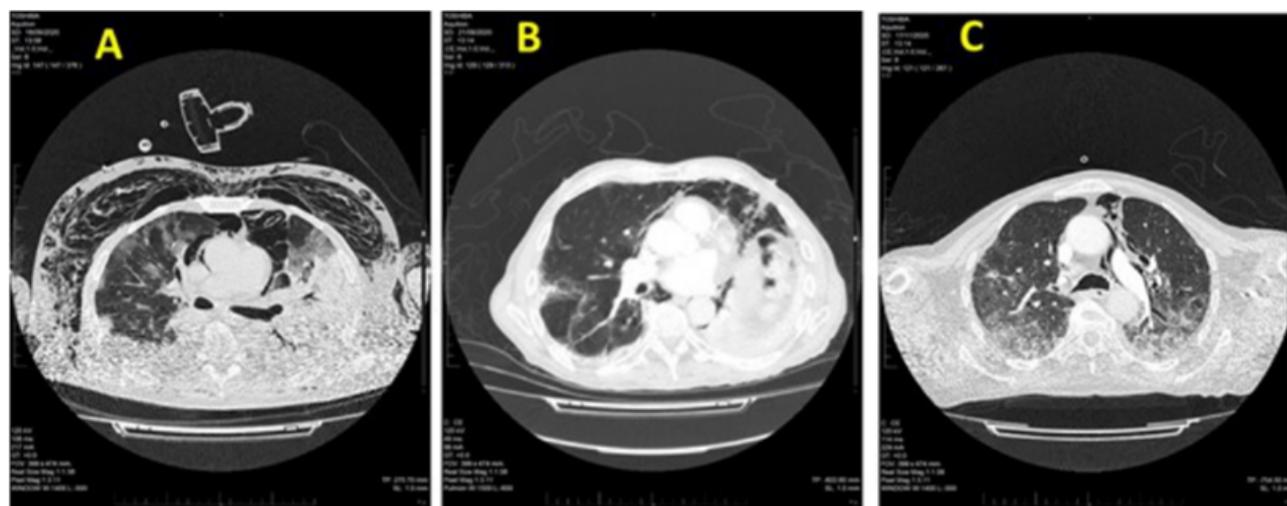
A) Angio-TC caso 1 (sí VM): enfisema subcutáneo que se extiende por tejido subcutáneo de la pared torácica, desde donde difunde a mediastino y espacio extrapleural y extraperitoneal del abdomen, con afectación de la base del cuello en cuyo lado izquierdo, rodeando la vena yugular se identifica comunicación hacia tórax. Todo ello sugestivo de barotrauma. No se identifica neumotórax. Se ven múltiples lesiones parcheadas en “vidrio deslustrado” y consolidación bibasal. B) Angio-TC caso 2 (no VM): NE con consolidación lobar inferior izquierda y segmentaria superior. no TEP. C) Angio-TC caso 3 (no VM): TEP de pequeño vaso de evolución subaguda/crónica, pericarditis y NE de predominio izquierdo que alcanza tejidos blandos subcutáneos. Se objetivaron opacidades parenquimatosas en “vidrio esmerilado” de predominio en campos pulmonares posteriores y lóbulos inferiores.
